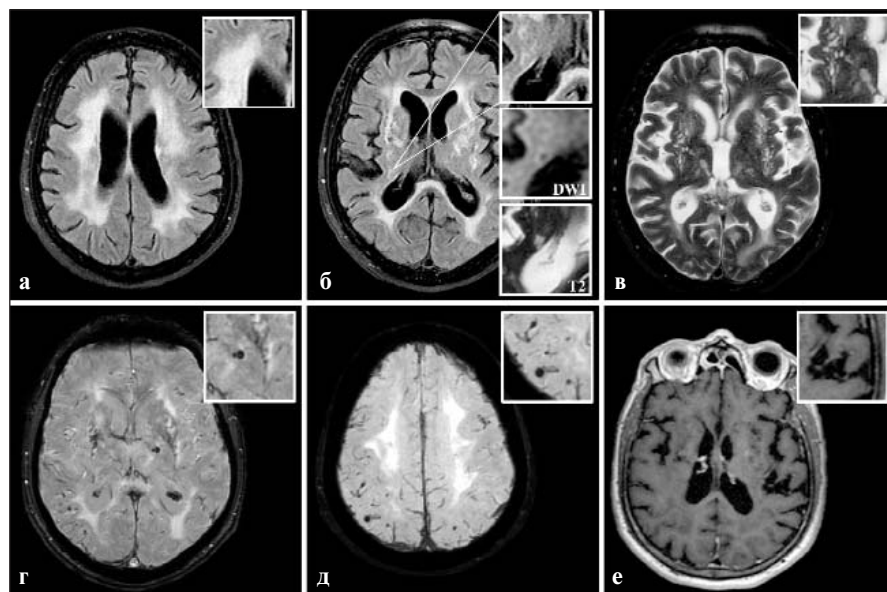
Спектр МРТ-маркеров у пациента 59 лет со спорадической неамилоидной ангиопатией, проявляющейся сосудистой деменцией на фоне длительно протекающей артериальной гипертензии. Результат Монреальской шкалы когнитивных функций – 11 баллов, батареи лобных тестов – 6 баллов. а – гиперинтенсивность белого вещества (FLAIR); б – лакуна (FLAIR, ДВИ, T2); в – расширенные глубокие периваскулярные пространства (T2); г – глубокое церебральное микрокровоизлияние (SWAN); д – долевое церебральное микрокровоизлияние (SWAN); е – кортикальная атрофия (T1)
